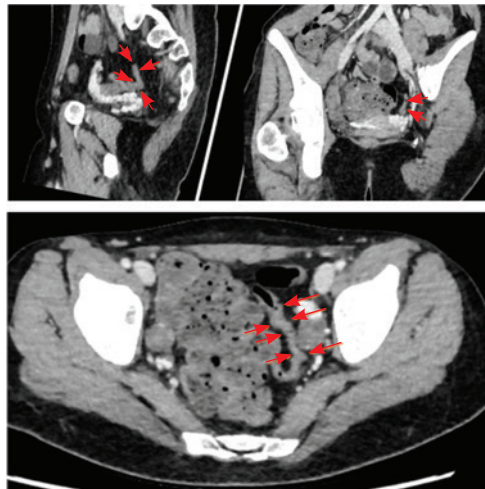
Компьютерная томографическая энтерография (30.03.2022). Стрелками указан измененный участок сигмовидной кишки: стенка утолщена до 5 мм на протяжении 60 мм, без повышенного контрастирования
